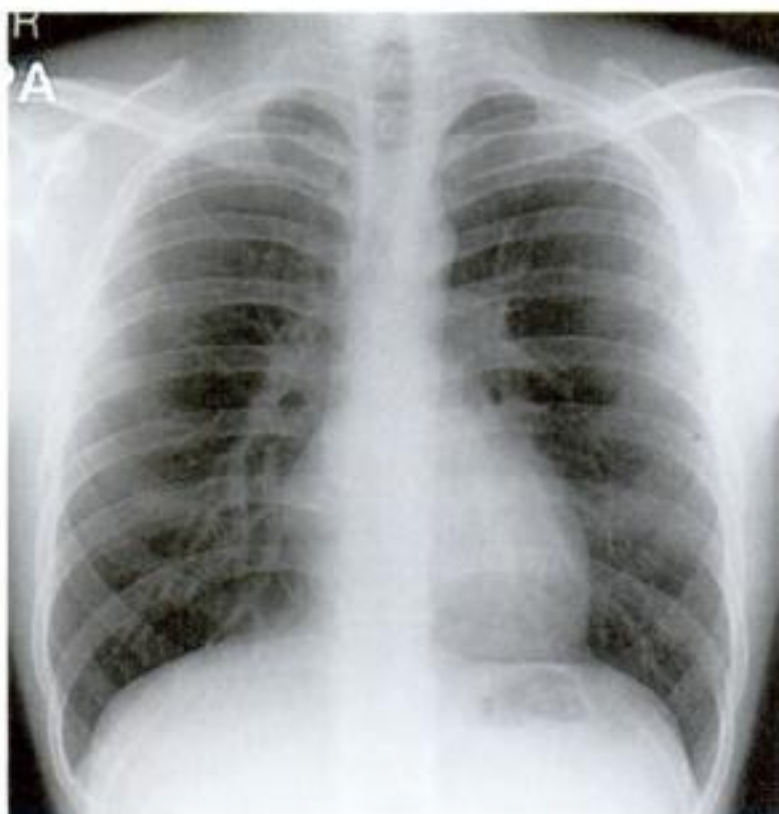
Cliché radiographique thoracique normal.
